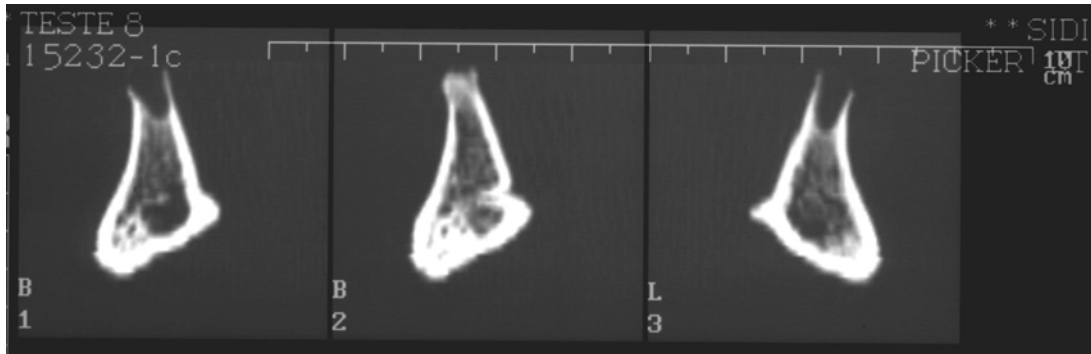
Reconstruções transversais, em TC, mostrando as espinhas mentais e o trajeto do forame lingual com o osso compacto que o circunda.
